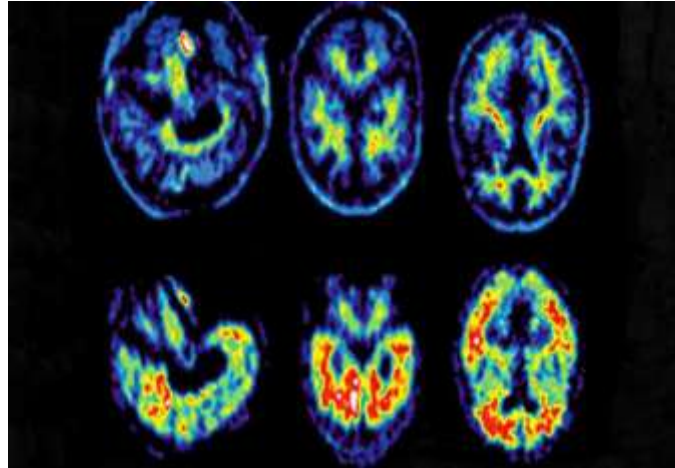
Apport de la Tomographie par Émission de Positrons (TEP) dans le Diagnostic Médical. [30]
